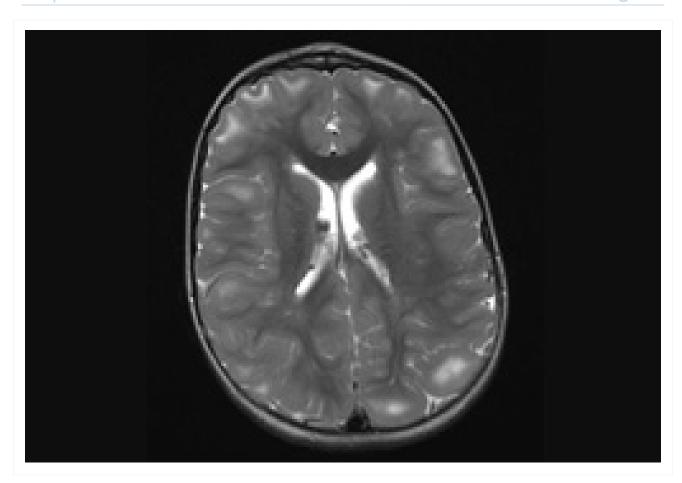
Nódulos subependimários e túberos corticais em imagem axial de ressonância nuclear magnética (RNM) em T2
